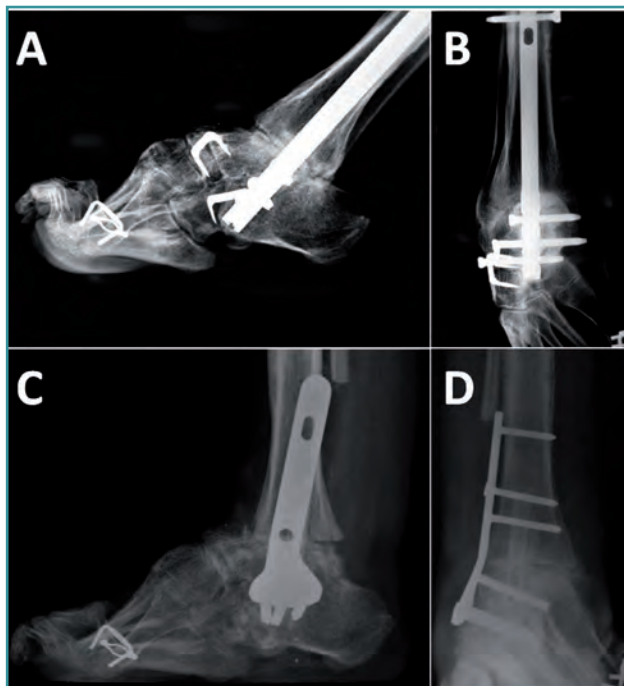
Corrección de una artrodesis tibiaoastragalocalcánea en una incorrecta posición en un paciente con enfermedad de Charcot-Marie-Tooth. A) Radiología preoperatoria lateral donde se aprecia la posición en un equinismo importante del tobillo de la artrodesis. B) Radiología preoperatoria anteroposterior. C) Imagen radiológica lateral postoperatoria con la corrección lograda de la artrodesis tras la extracción del clavo y resección de una cuña anterior y la fijación con una placa lateral bloqueada. D) Radiografía postoperatoria anteroposterior donde se aprecia el uso del peroné endomedular para rellenar la cavidad dejada al extraer el clavo endomedular.
